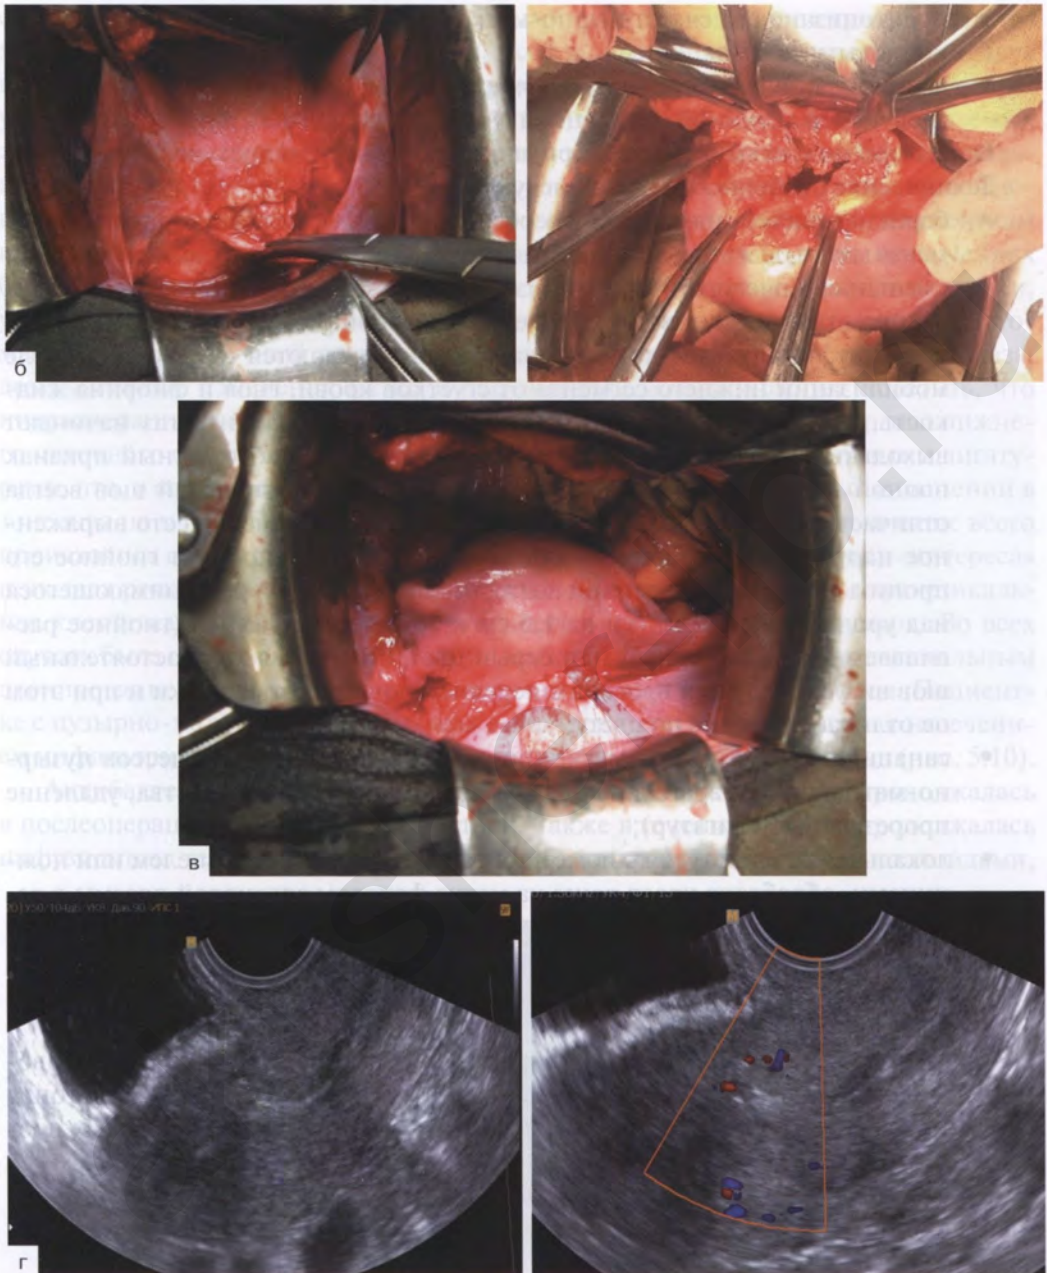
(продолжение) б) некроз ткани в области рубца; в) вид после операции; г) контрольное УЗИ через 2 мес. Признаков несостоятельности шва не выявлено
